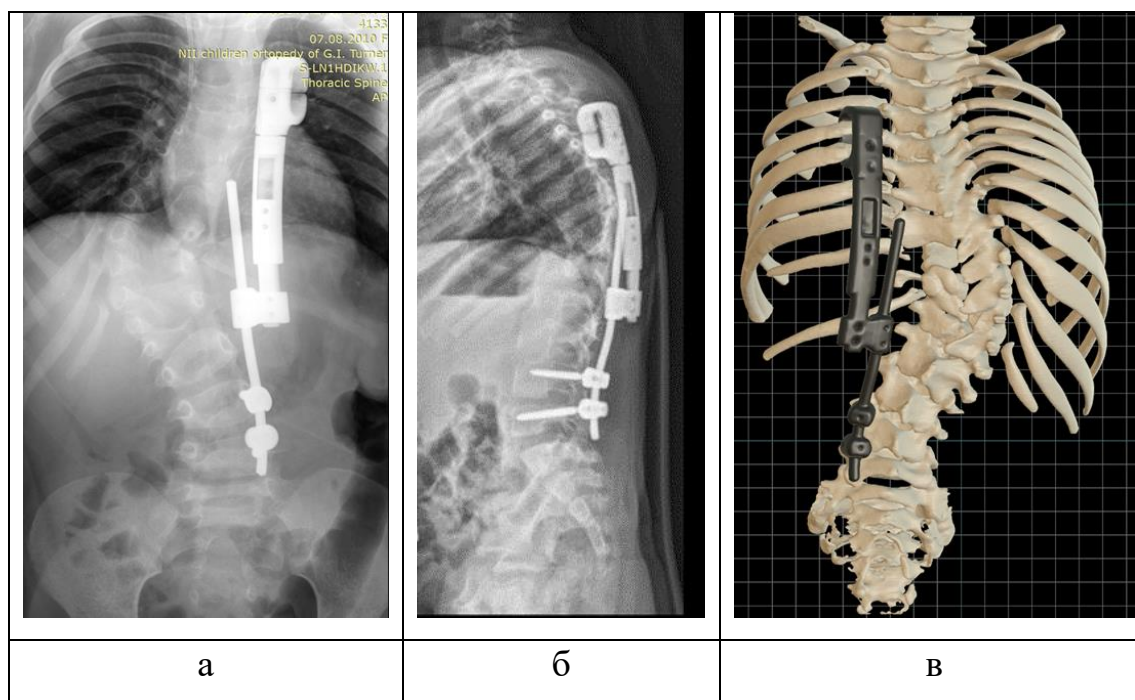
Контрольные рентгенограммы позвоночника после операции: а – прямая проекция б – боковая проекция; в – реконструкция послеоперационного КТ позвоночника и грудной клетки в ППМХОП
